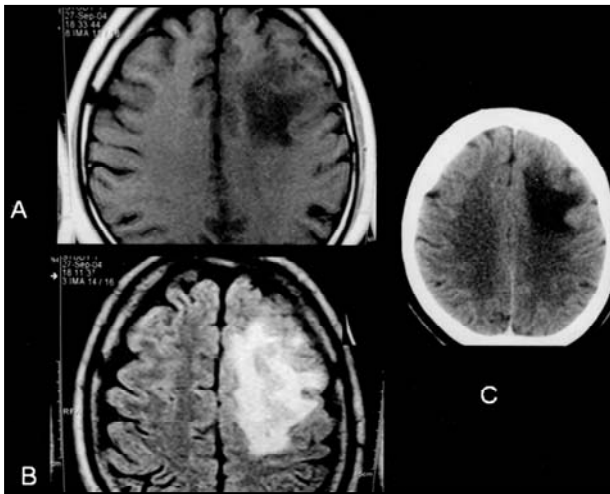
Pré-operatório. Lesão expansiva frontal esquerda hipointensa à ressonância magnética ponderada em T1 (A), hiperintensa em T2 (B), sem captação do meio de contraste, acometendo sobretudo substância branca subcortical, sem efeito de massa ou desvio da linha média. Imagem de tomografia computadorizada sem contraste (C) mostra lesão hipodensa com as características descritas.
